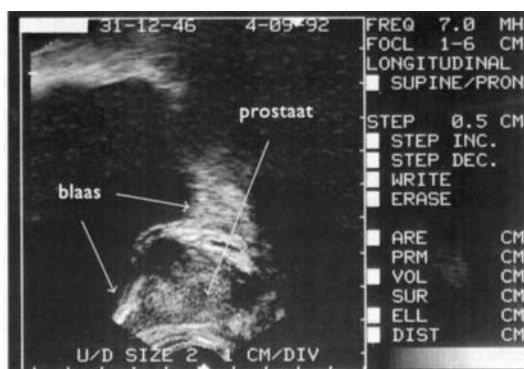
Ultrasonogram van de blaas na mictie. Residu na mictie (volume-meting).
